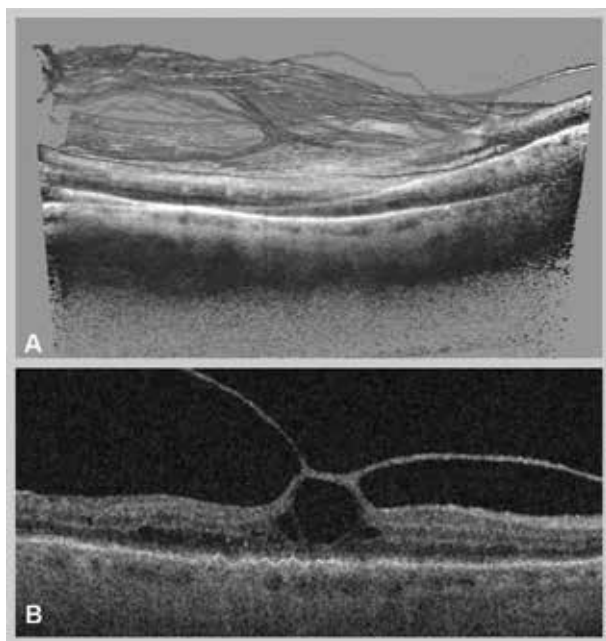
Optična koherentna tomografija makule (dvodimenzionalna slika).
